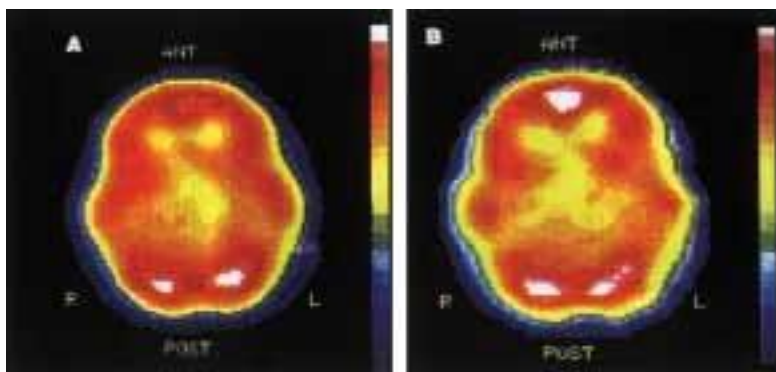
SPECT cerebral mostrando, nas imagens em 3D, defeito de perfusão na região temporo-parietal posterior (A) e região occipital (B) em paciente com história de hidrocefalia de pressão normal.
